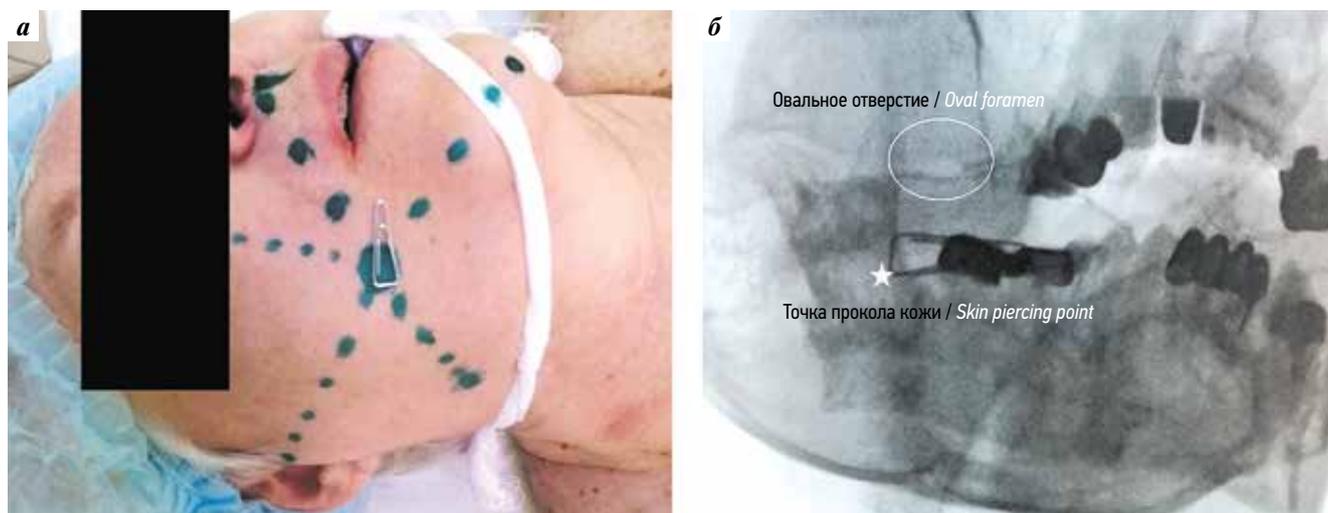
Маркировка точки прокола мягких тканей лица скрепкой (а) с рентгенологическим контролем (б): овальное отверстие выше места пункции
